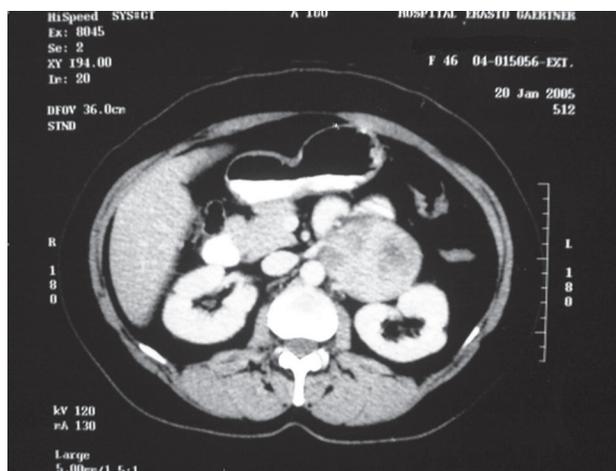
Tomografia axial computadorizada que demonstra massa sólida heterogênea, de contornos bosselados, medindo 90 x 60 mm, localizada no quadrante superior esquerdo do abdome, de limites bem definidos.
